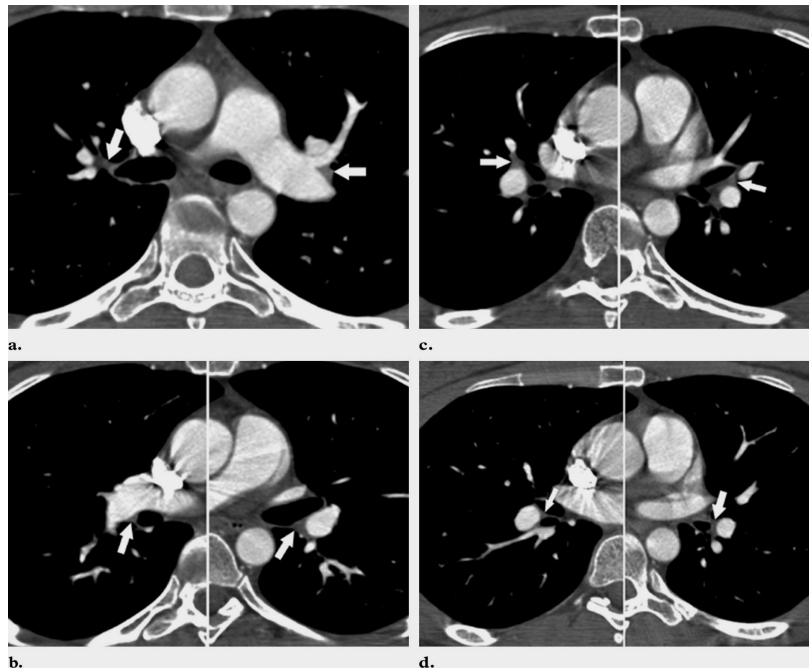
TC muestra ganglios linfáticos hiliares normales en ambos lóbulos superiores (flechas en a), adyacentes a las arterias interlobares derecha e izquierda (flechas en b), en el lóbulo medio y en el segmento lingular (flechas en c), y en ambas inferiores lóbulos (flechas en d). (RadioGraphics 2004; volume 24:1219 –1238).
